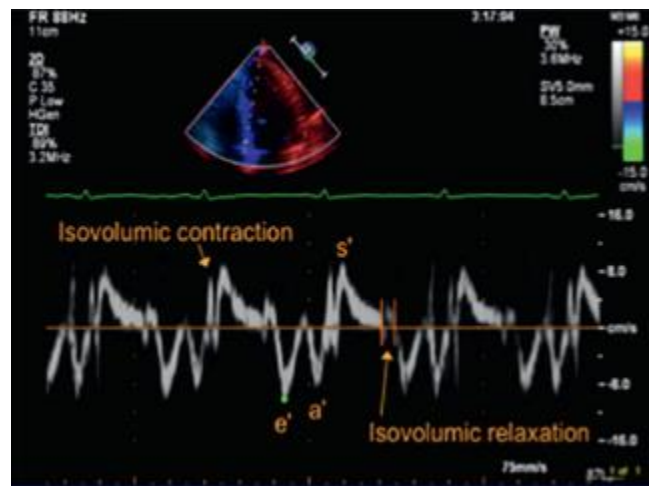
Velocidades no Doppler tecidual do ânulo mitral lateral, e', a', s' ¹⁶.
